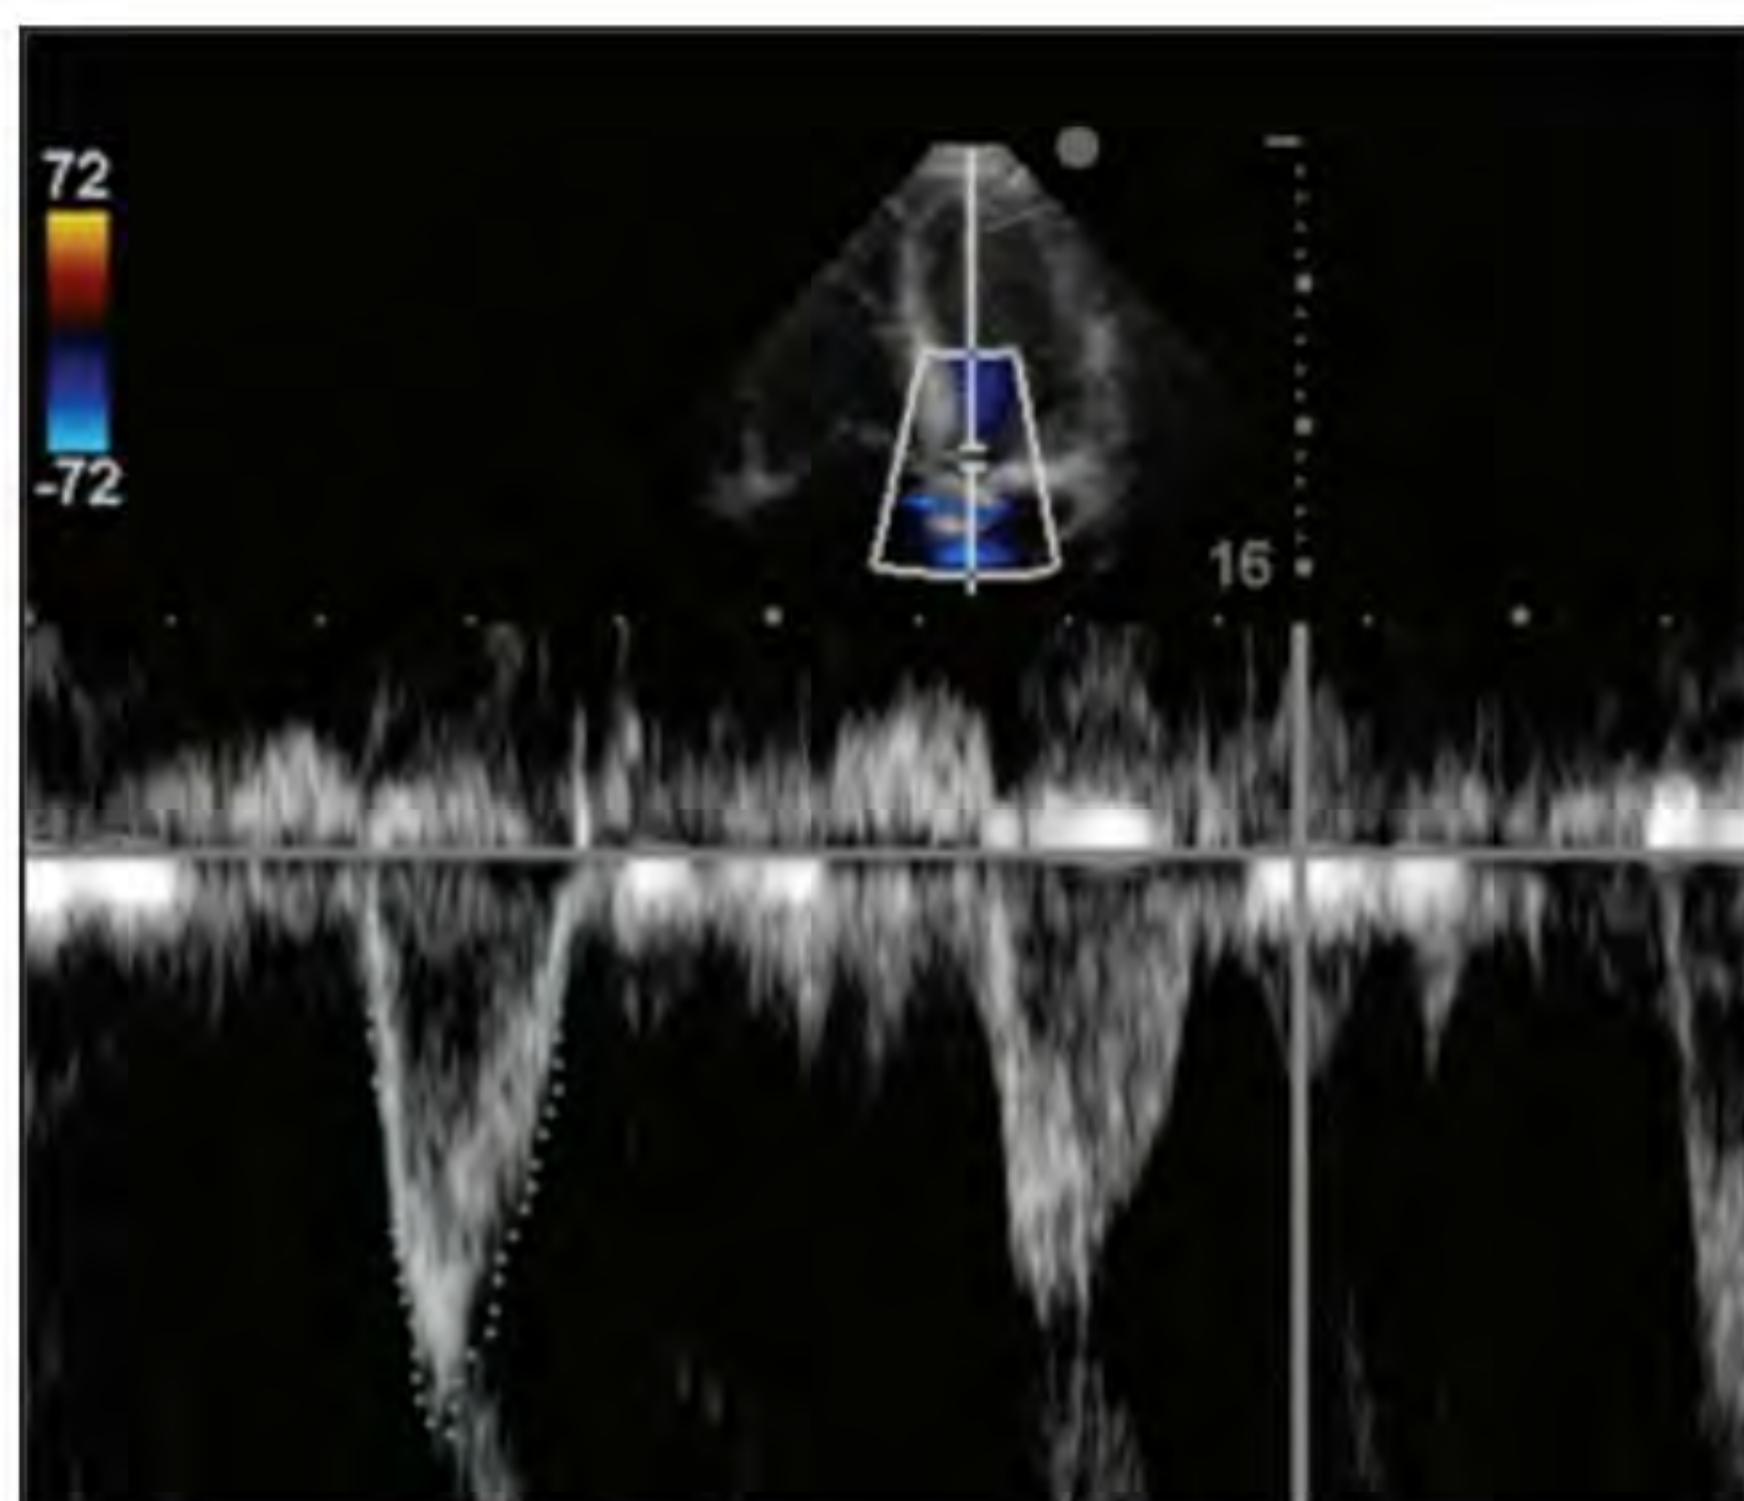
Exemplo de corte ecocardiográfico modo Doppler.
